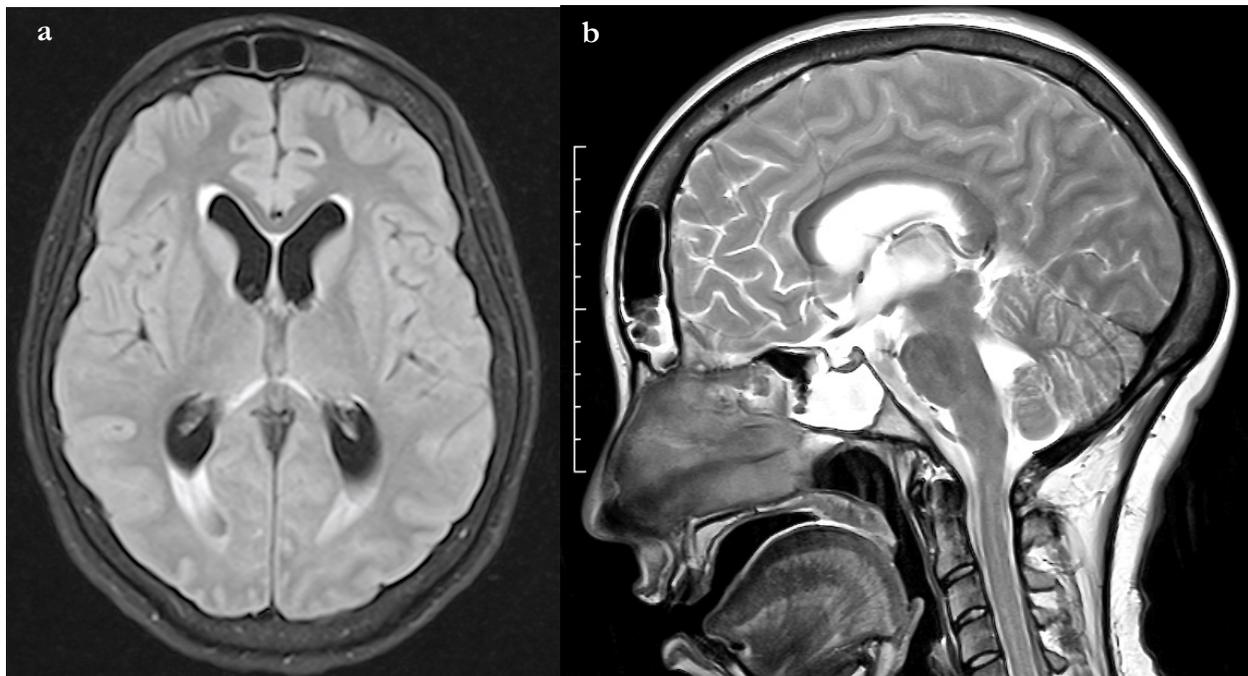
RM de cerebro simple. (a) FLAIR axial: hidrocefalia con edema transependimario. (b) T2 sagital: aracnoidocele selar y pansinusitis.
